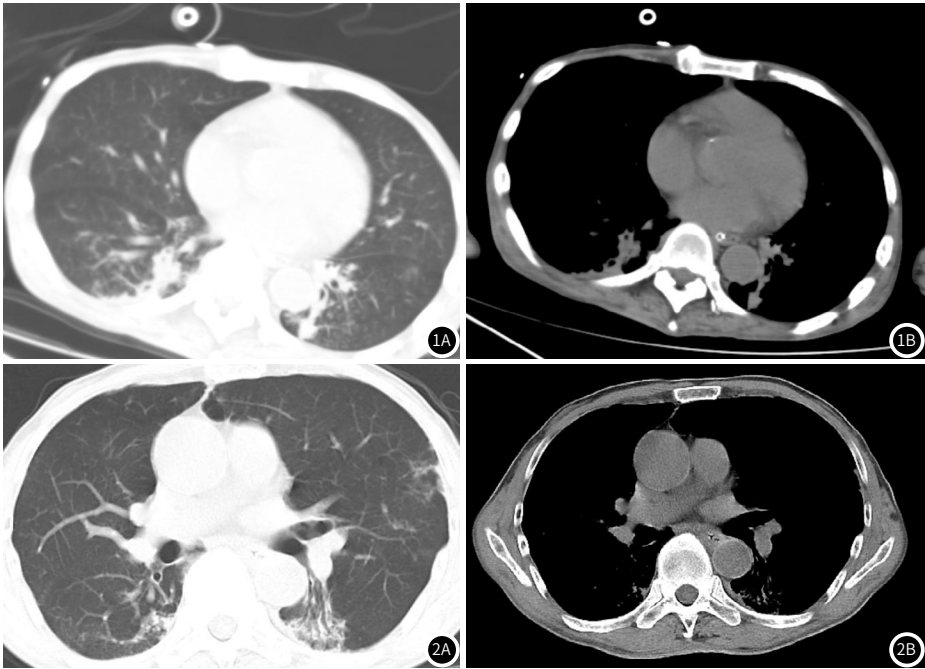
COPD合并双下肺感染患者胸部CT特征。图1A: 可见肺气肿; 图1B: 可见斑片渗出、实变、炎性改变。
